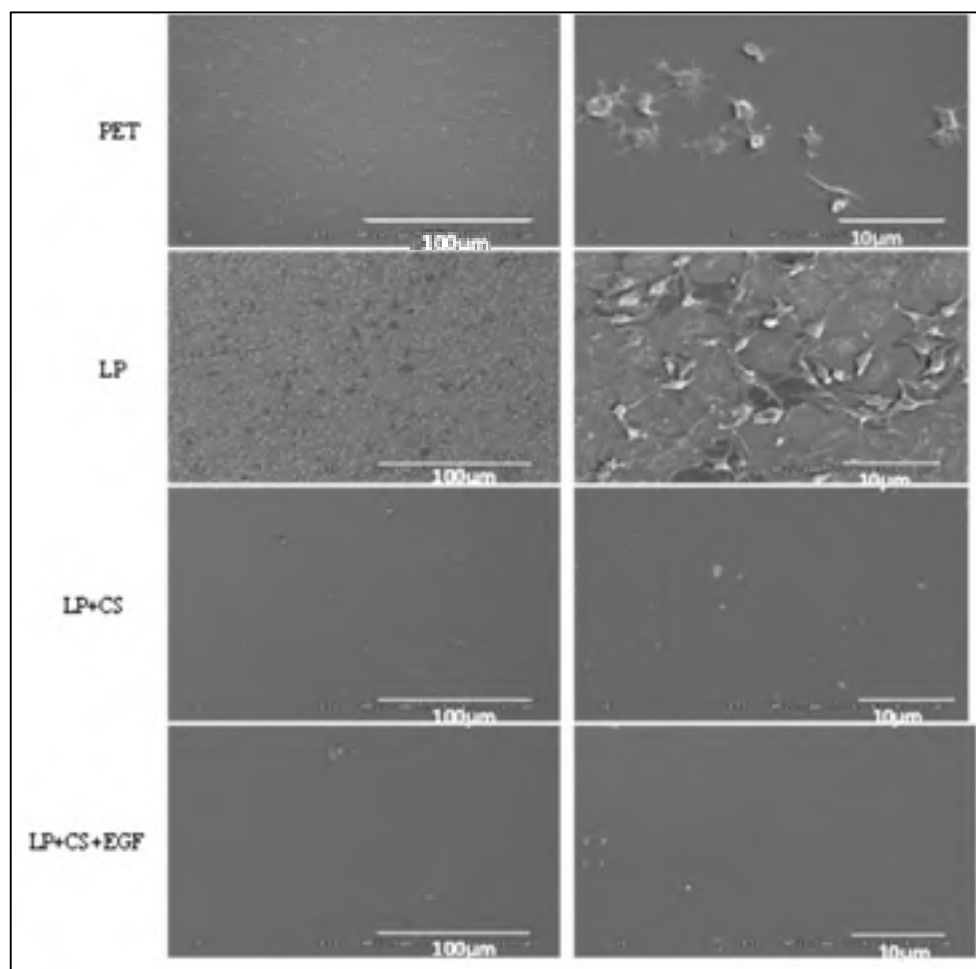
Observation par MEB de la morphologie des plaquettes suite à leur adhésion sur différentes surfaces de PET recouvert ou non de LP, et greffées avec la CS (LP+CS) sans ou avec EGF (LP+CS+EGF).
